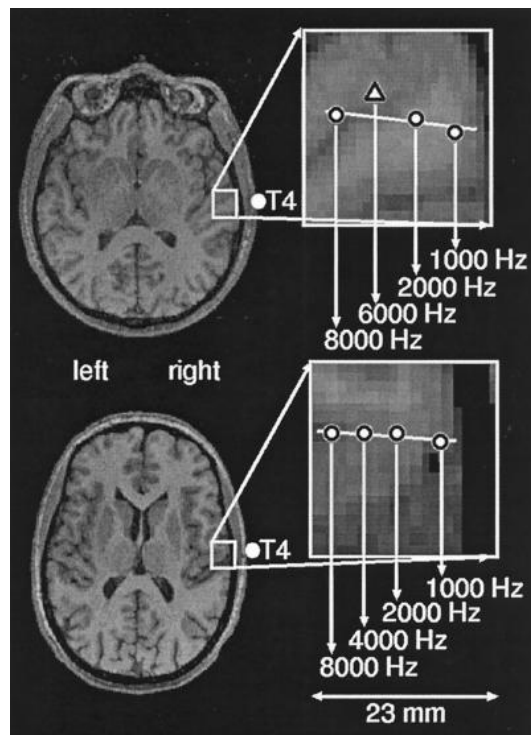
Exemple d'imagerie IRM : surreprésentation du 6000 Hz sur un patient présentant un acouphène unilatéral gauche (Mühlnickel et al, 1998)
